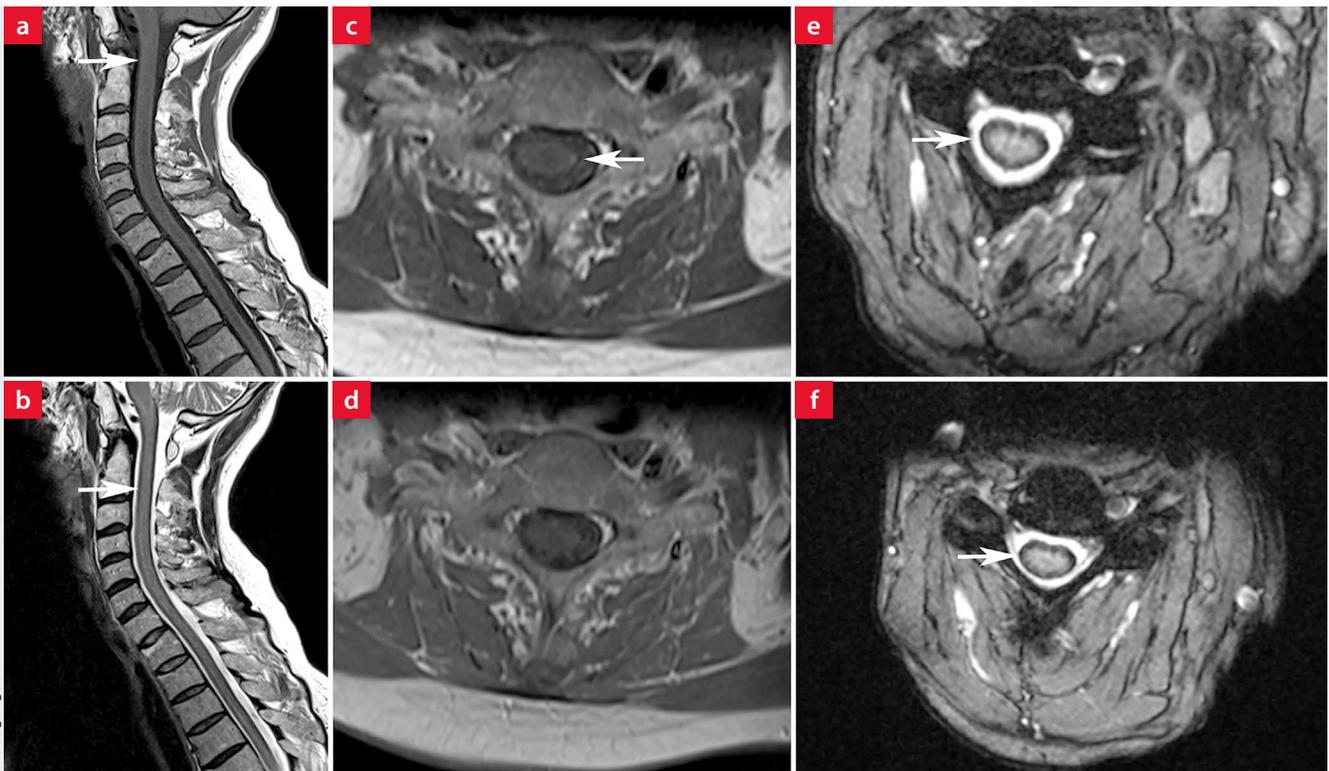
MRT der HWS. Routineuntersuchung mit nativer T1w-Spinecho-Sequenz sagittal sowie transversal (a, c, d), T2w-Turbo-Spinecho-Sequenz sagittal (b) und T2-MEDIC (Gradientenechosequenz, fettsupprimiert) transversal (e und f). Die Pfeile zeigen auf eine minimale Signalanhebung in der T1w sowie Signalabsenkung in den T2w-Sequenzen meningeal langstreckig im Bereich des Halsmarks.
